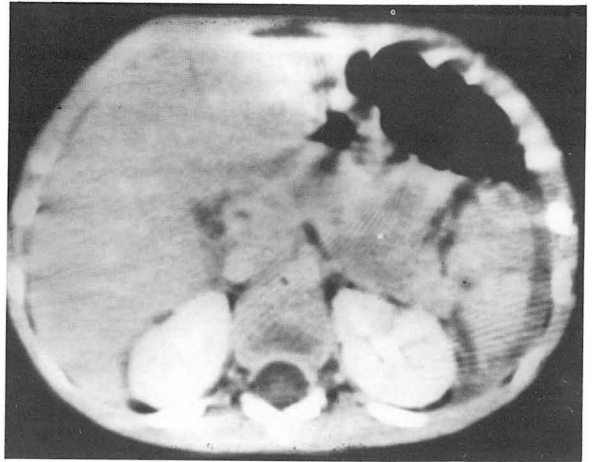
CT grade I: Postenhance CT scan shows focal enlargement of pancreas tail with inhomogeneous low density area from pancreatic contusion and intraparenchymal hematoma.
